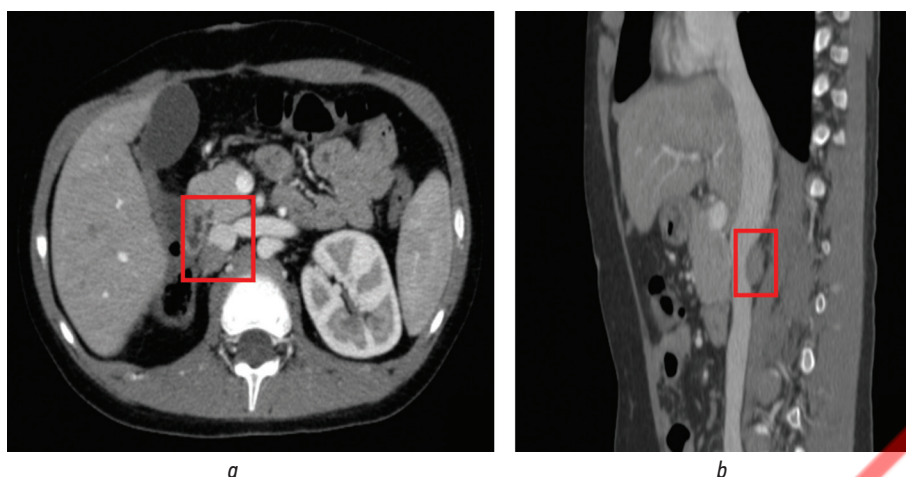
Компьютерная томография пациента перед оперативным вмешательством: опухоль, компрессирующая нижнюю полую вену в аксиальном срезе (а), в сагитальном срезе (b)
